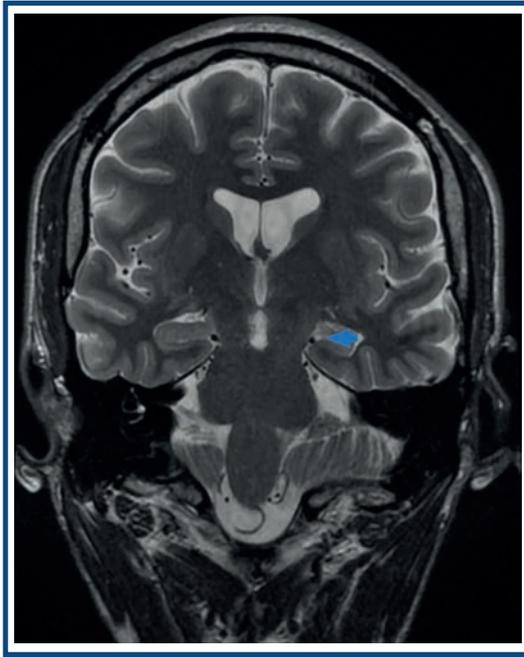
Resonancia magnética: corte coronal en ponderación T2. La flecha azul señala la disminución del volumen en el hipocampo izquierdo, aumento en la intensidad de señal y alteración en la arquitectura hipocampal, hallazgos compatibles con esclerosis hipocampal izquierda.
